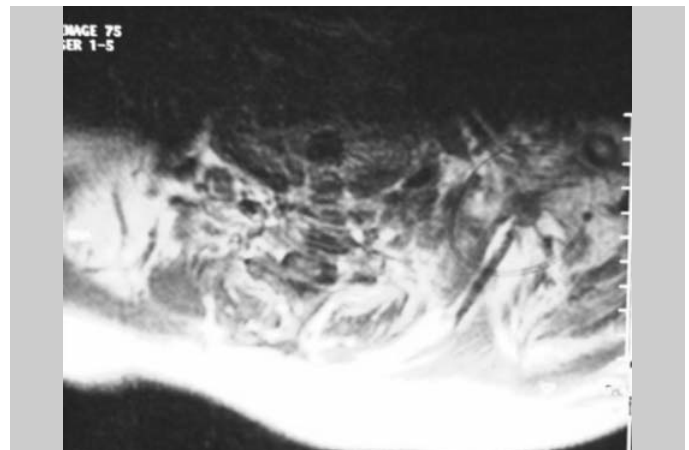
Brakial Pleksus MRG'de metastazın görünümü.
